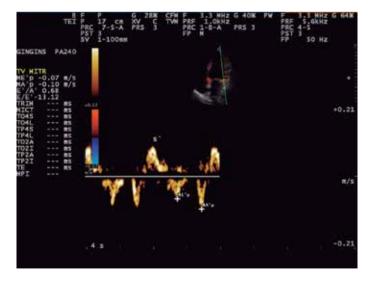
Doppler tisular mitral lateral: en la vista apical de 4 cámaras se coloca la marca en el anillo mitral en contacto con el segmento lateral. Se presiona la función de Doppler tisular en el equipo y se inscribe una curva espectral. La curva positiva corresponde a la onda sistólica (s´), la primera onda negativa es la onda e' y la segunda, la onda a'.
